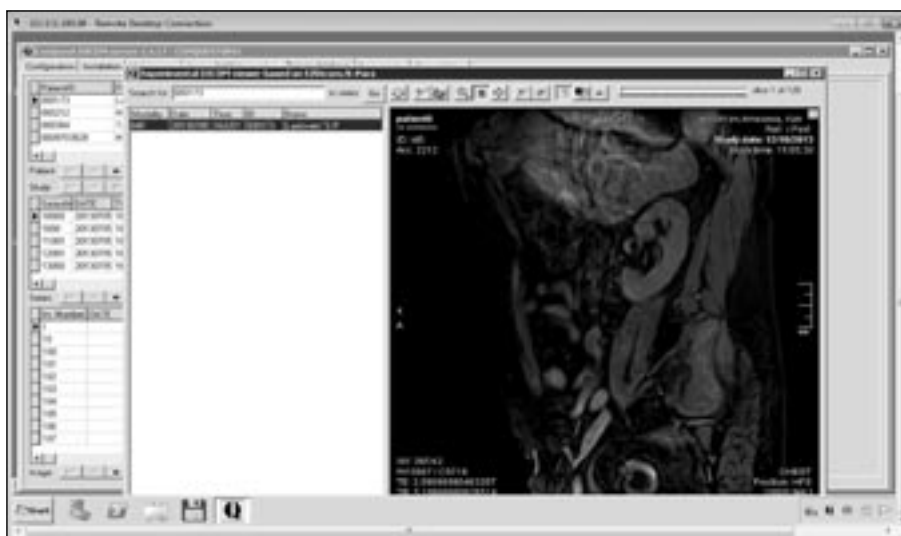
Визуализация в PACS DICOM-файла, полученного с МРТ.
